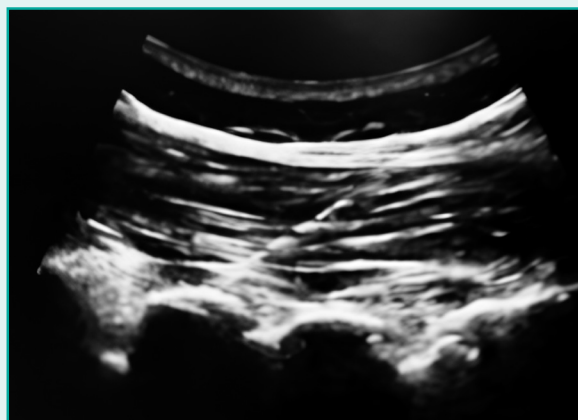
Immagine ecografica delle faccette articolari (scansione parasagittale).
